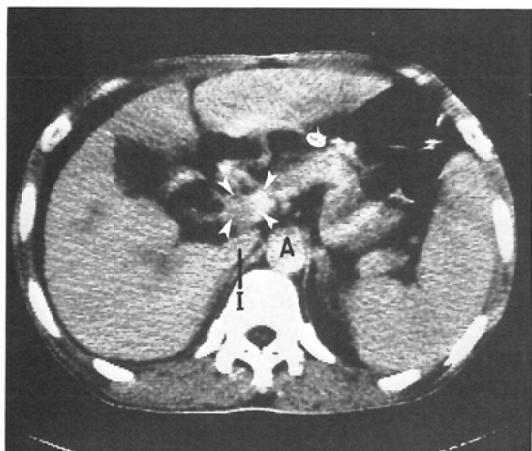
A large hepatoma is seen within the right lobe. Postcontrast CT scan. The main portal vein is partially occluded by a tumor thrombus (arrowheads) (A=aorta, I=inferior vena cava)
